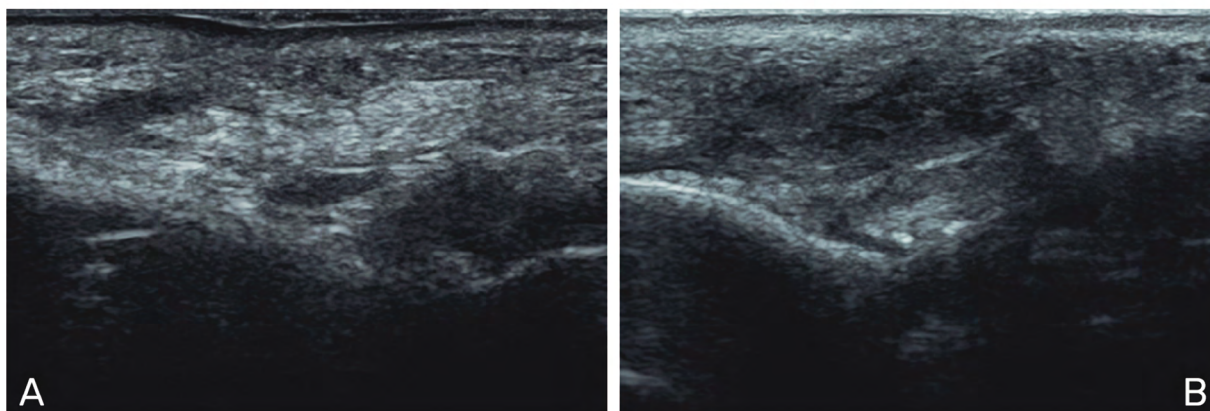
Región malar derecha. A) Ecografía realizada 18-04-2023. Persiste la hiperecogenicidad del tejido hipodérmico, reconociéndose mejor el límite dermo-hipodérmico, con presencia residual vacuolar de los anteriores abscesos. B) Ecografía realizada 22-05-2023. No se observan reacciones inflamatorias, aunque el tejido no ha recuperado completamente su arquitectura normal, persistiendo cambios a nivel dermo-hipodérmico.
